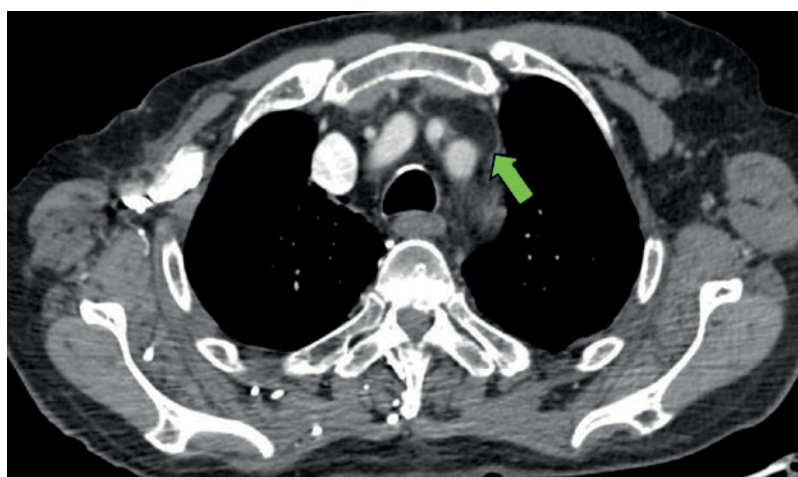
Пациент Г. КТ-изображения при ПЭТ/КТ с  $^{18}\text{F}$ -ПСМА-1007. В левой плечеголовной вене выявлен дефект контрастирования размерами до 41 мм, при исследовании без контрастного усиления плотность составила  $-86$  HU, при исследовании с контрастным усилением  $-79$  HU
